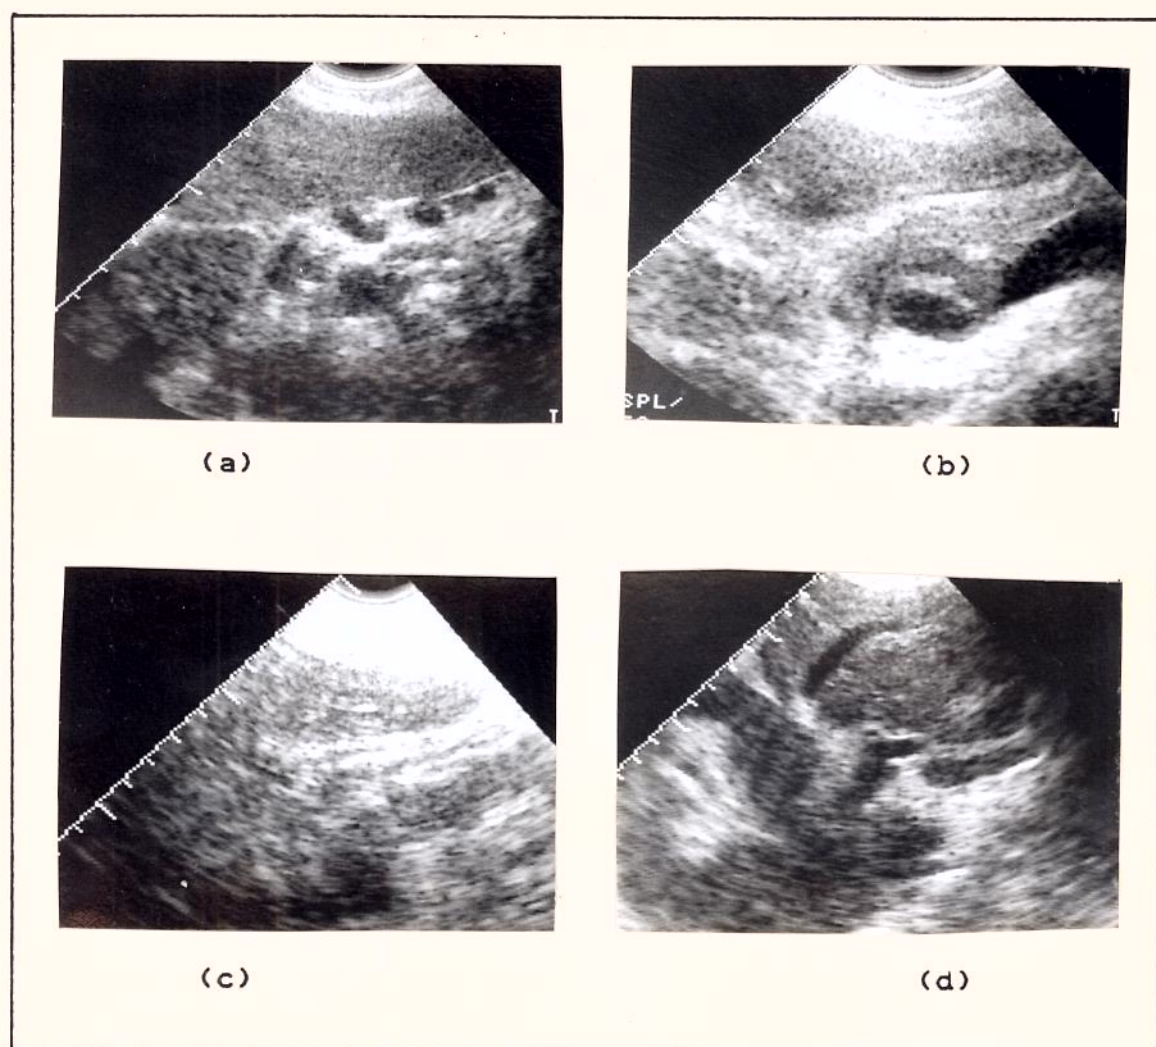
ASPECTOS ULTRA-SONOGRAFICOS DA
